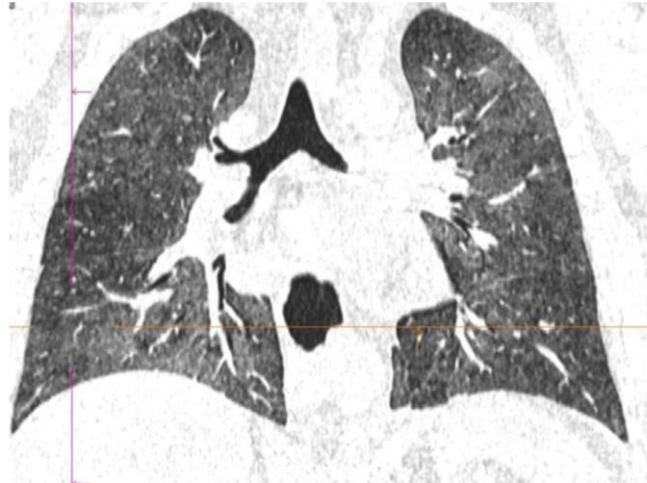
TDM d'un patient de 10 ans présentant un RALI
